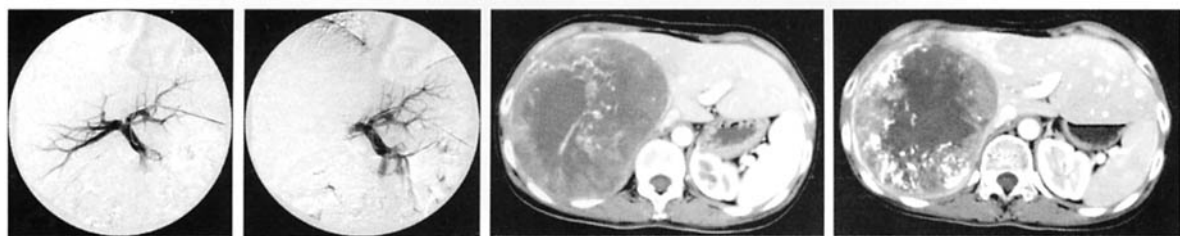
PVE 前门静脉造影, 图 2 PVE 后门静脉造影, 门脉右支受压下垂 图 3 PVE 术前 CT 扫描, 左肝相对较小 图 4 PVE 术后 4 周 CT 扫描, 左肝明显增大
